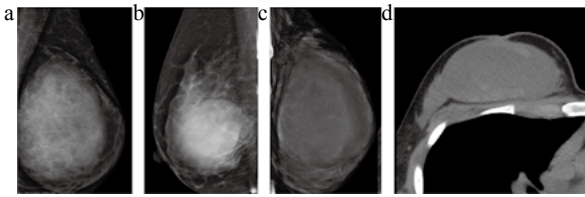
CT对于G3级肿瘤内部囊变较X线显示更清晰
